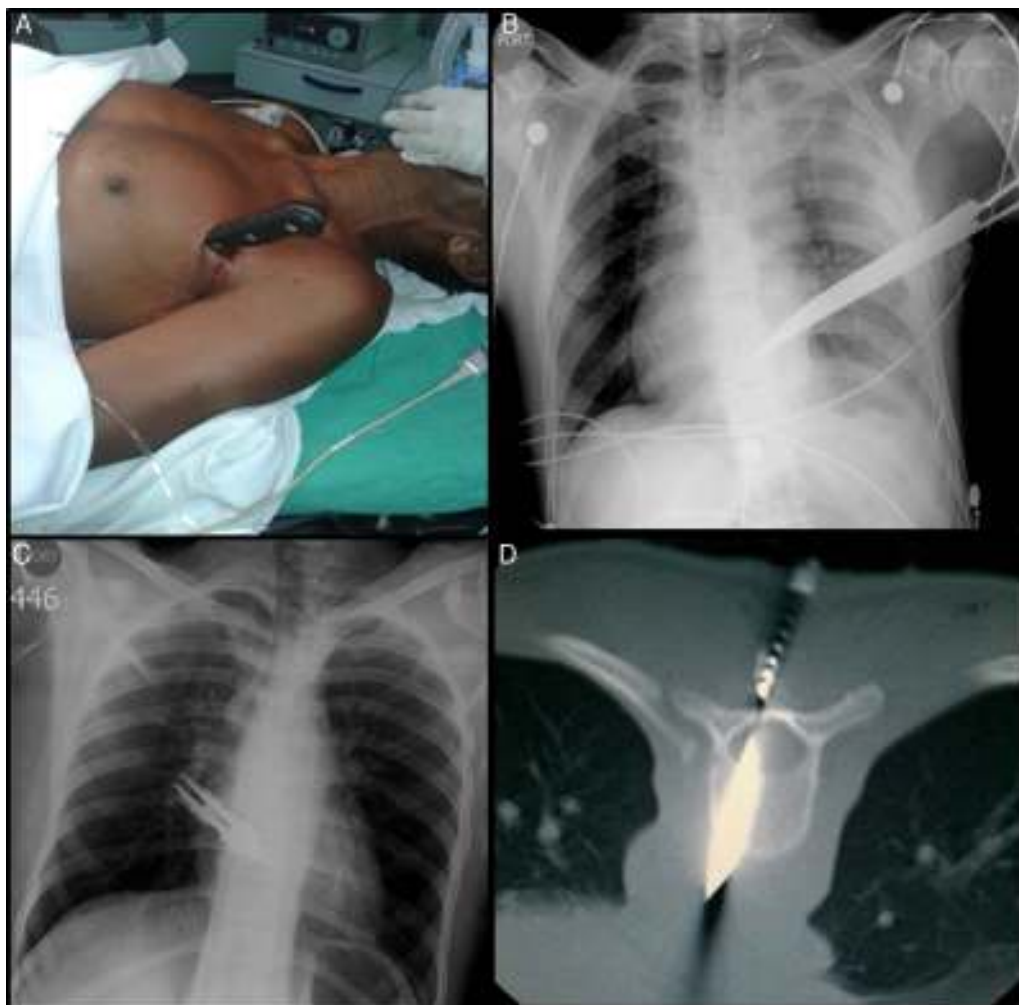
A) Cuchillo empalado en tórax izquierdo. B) Radiografía de tórax. Obsérvese la hoja del cuchillo sobre la silueta cardíaca y hemotórax izquierdo. C) Cuchillo empalado en tórax posterior. Radiografía portátil de tórax, no hay hemo ni neumotórax. D) TAC de columna en posición prona.
